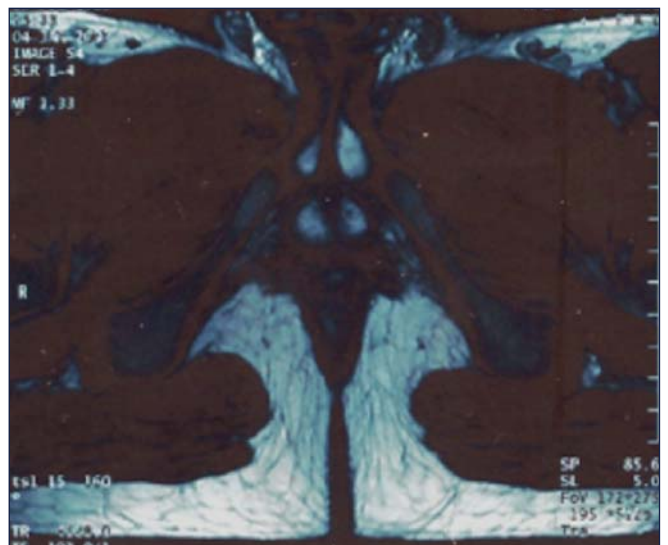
Imagen de resonancia magnética.
